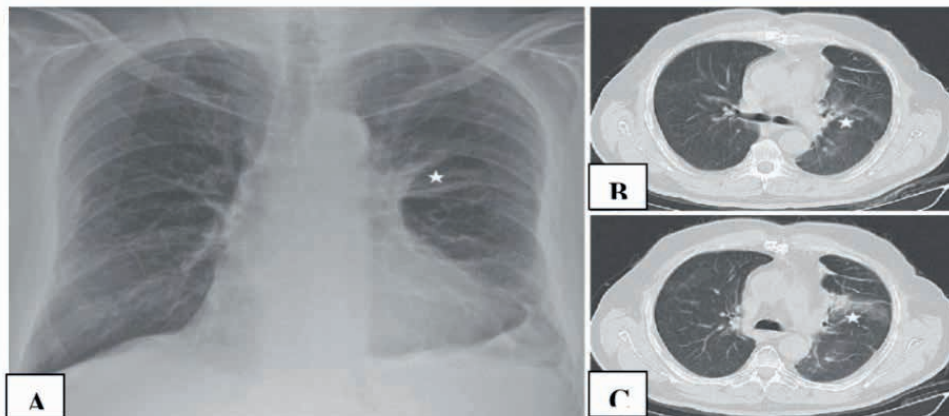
Radiografía de tórax con colapso perihiliar izquierdo que desplaza al hilio levemente hacia la parte superior (A). Tomografía computarizada de torax (B y C) corrobora atelectasia lineal (asterisco) debido a carcinoma broncogenico de carácter obstructivo.
